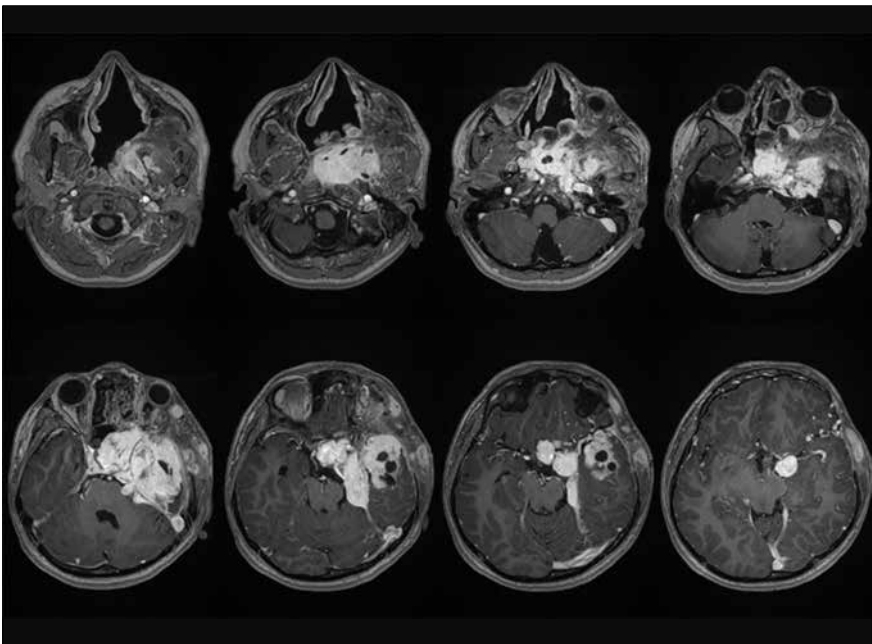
Распространенная ангиофиброма (рецидив) с интракраниальным распространением. МРТ с контрастированием, аксиальная проекция
